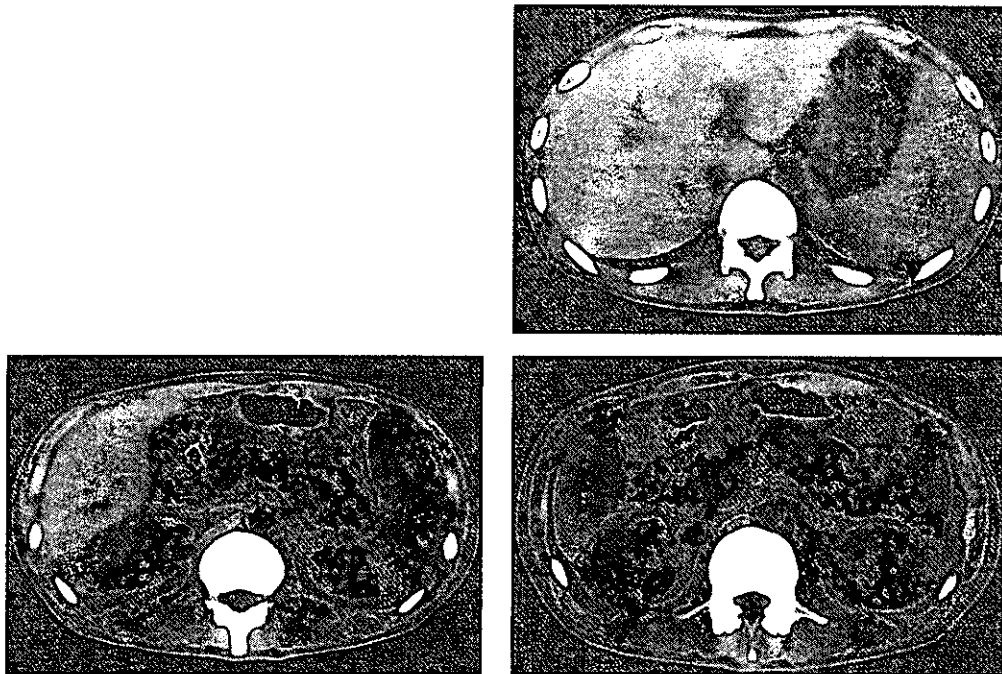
1999年 3 月 17 日 CT 所見 (症例 3)
